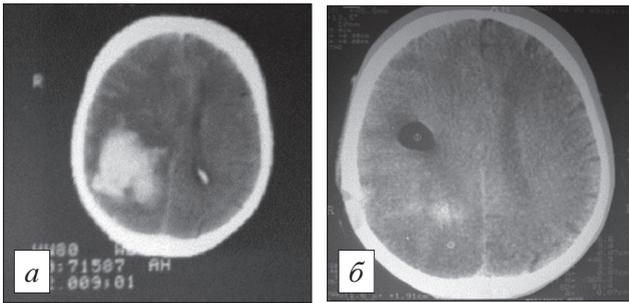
КТ-граммы больной А. до (а) и после (б) удаления внутримозговой гематомы.
